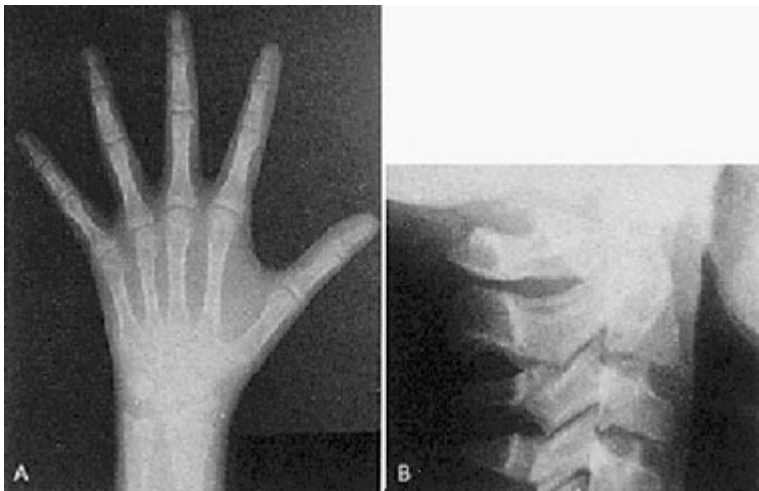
CVMI 2: A. Typische Handröntgenaufnahme. B. Typisches Aussehen von Halswirbeln auf FRS Aufnahmen [21]
